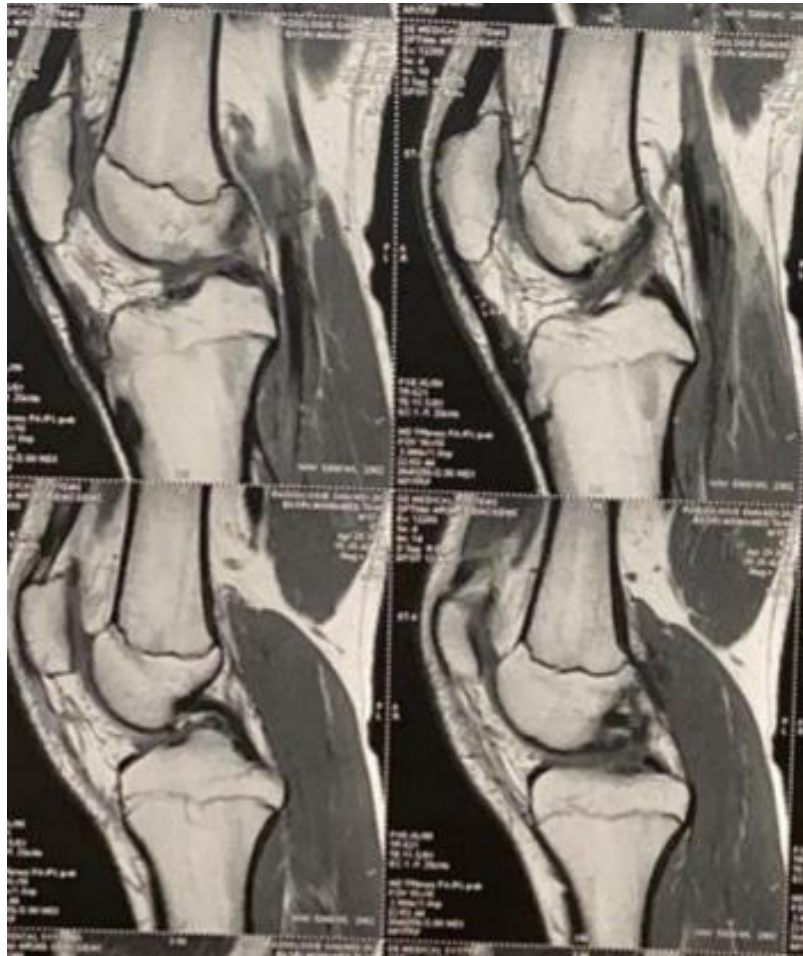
IRM du genou droit réalisée en séquences T1 et T2 FAT, SAT
